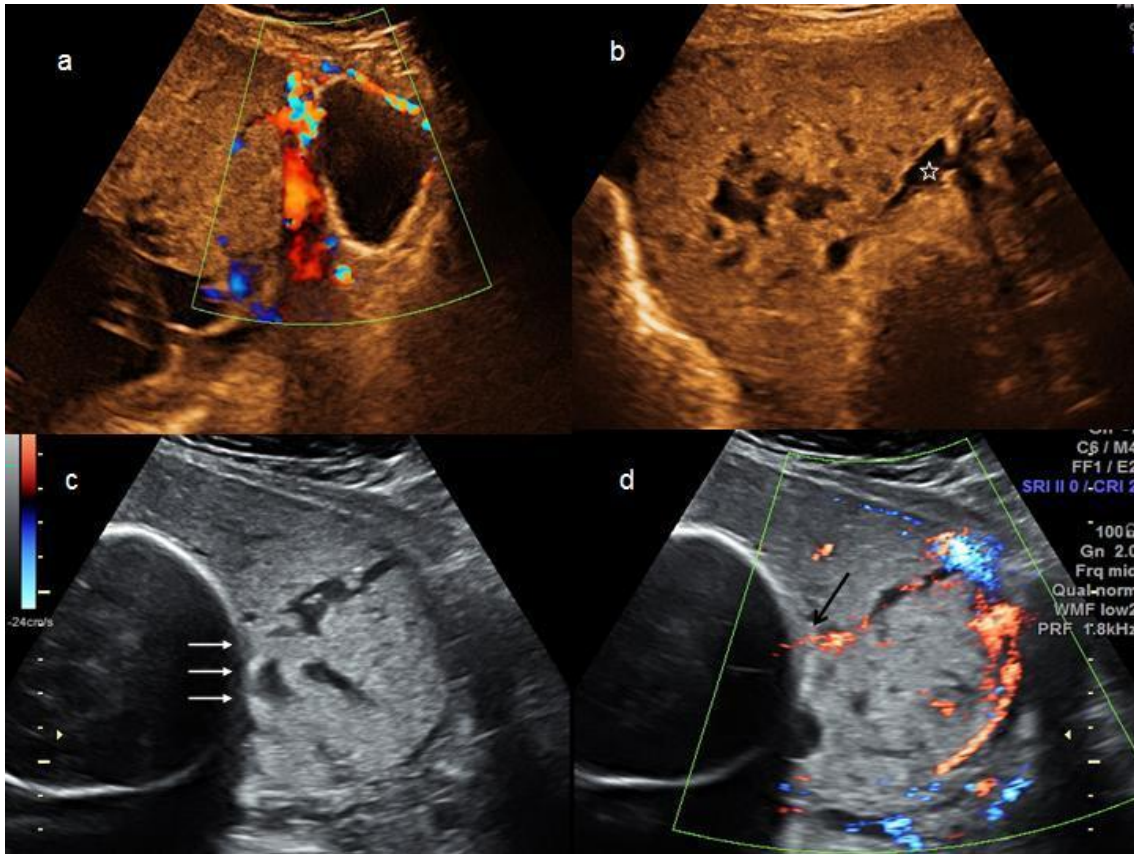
Diagnòstic i localització pre- operatòria de la placenta anòmalament adherida. a L'ecografia amb doppler color mostra hipervascularitat de la interfase entre la serosa uterina i la bufeta urinària. b Observació de múltiples llags intraplacentaris de morfologia irregular (estrella). c Pèrdua de l'àrea hiperecogènica que normalment s'observa entre l'úter i la placenta (fletxes blanques). d L'ecografia amb doppler color mostra hipervascularitat a la paret de la bufeta urinària a partir de vasos d'origen placentari (fletxa negra).
